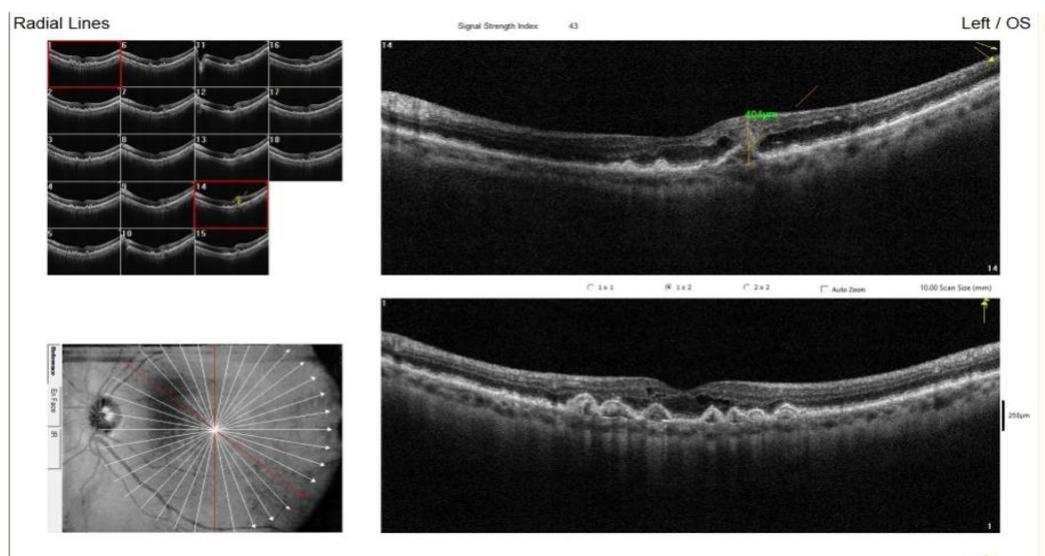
Оптическая когерентная томограмма макулярной области левого глаза пациентки К.
